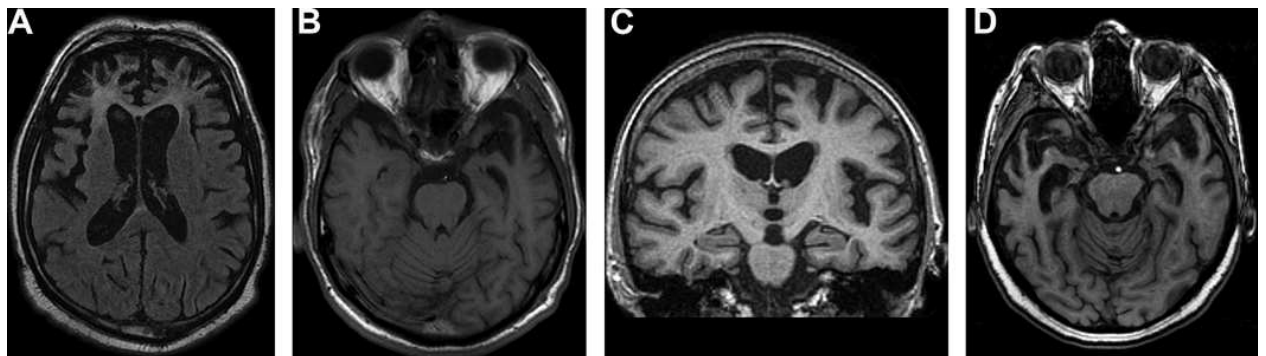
Imaging of frontotemporal dementia (FTD) subtypes. (A) Frontal atrophy on axial fluid attenuated inversion recovery MRI of a patient with behavioural variant of FTD (bvFTD). (B) Axial T1-weighted image with left temporal lobe atrophy in a patient with semantic dementia (SD). (C) Coronal T1-weighted MR image of a patient with progressive non-fluent aphasia (PNFA) and left inferior frontal and superior temporal atrophy. (D) Axial T1-weighted MR image in a patient with predominant right temporal lobe atrophy.
